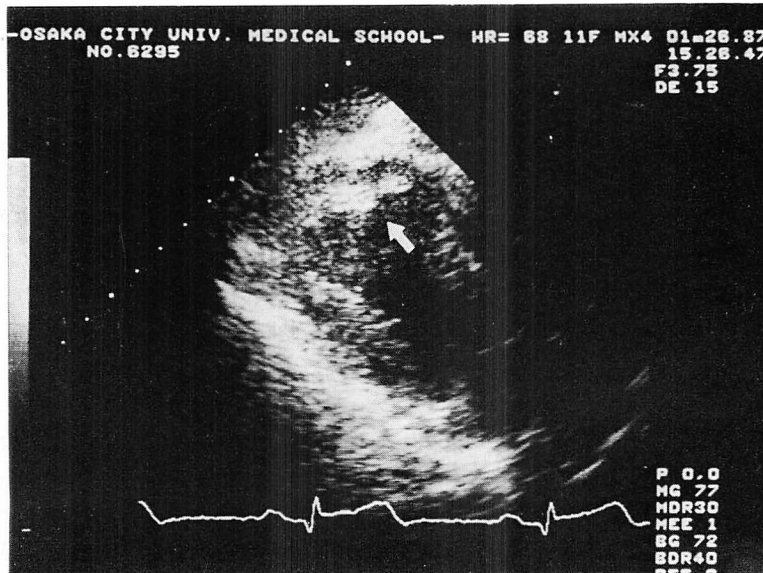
Two-dimensional echocardiogram in the apical left anterior oblique view (Case 1). A thrombus (arrow) occupies the left ventricular apex.
